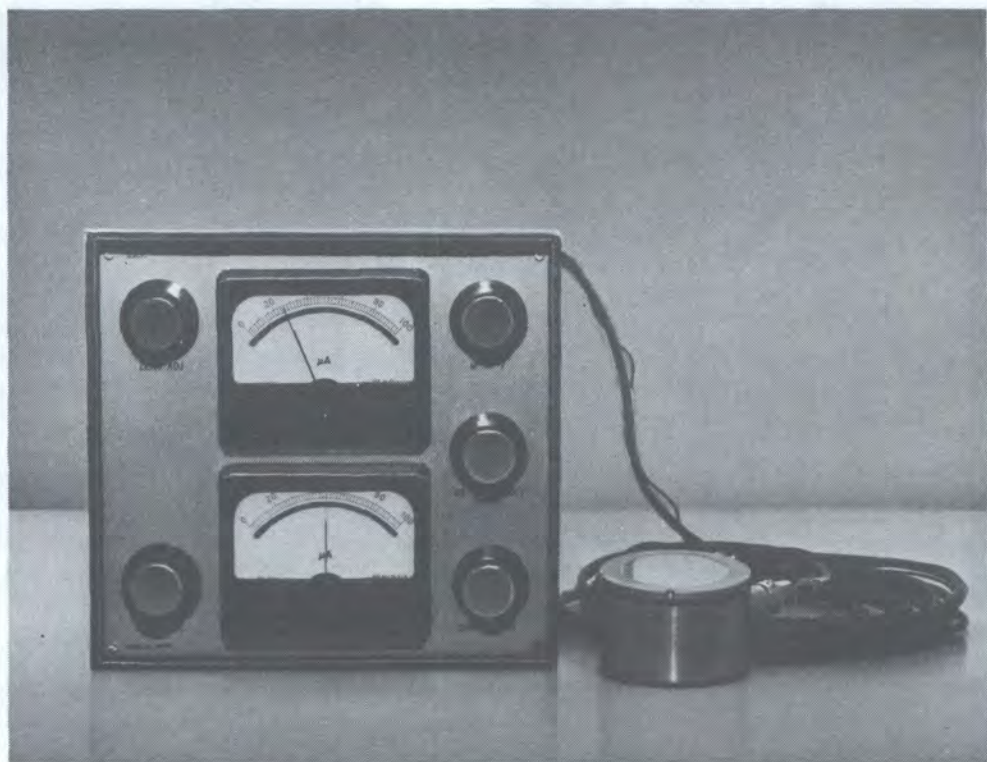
Дозиметр для мягких рентгеновских лучей.
